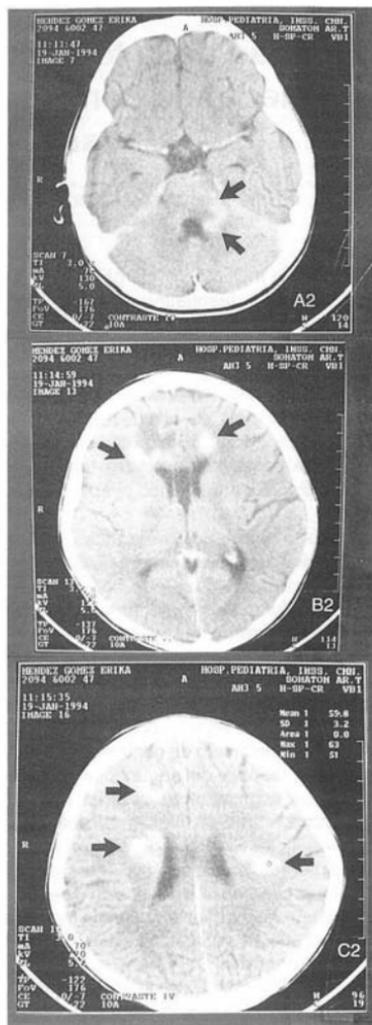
B2 y C2. Imagen de tomografía computada con técnica doble medio de contraste y registro tardío, donde las flechas muestran un incremento de la captación del medio de contraste en distintos sitios. A2 puente en el tallo cerebral. B2 en áreas periventriculares múltiples y C2 en áreas de sustancia blanca subcortical.
